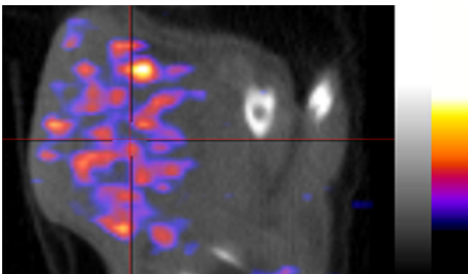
SD-128 を投与した EMT6 移植腫瘍の SPECT/CT 画像
